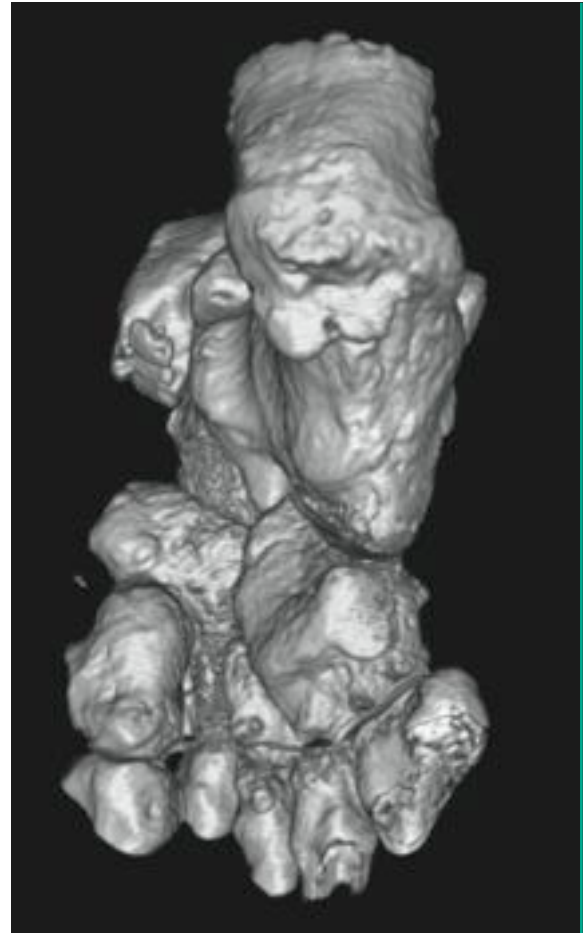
Doppelte Anlage der plantaren Fersensporne in der 3-D-CT-Rekonstruktion.
